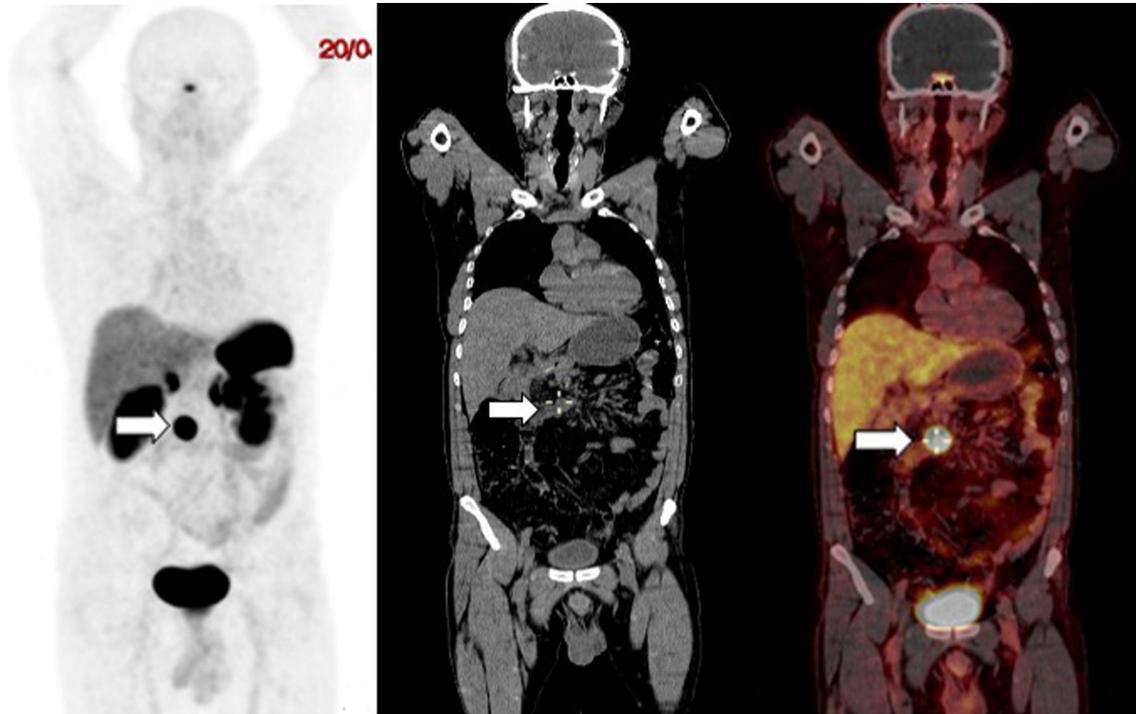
Paciente de 59 años, con TNE de duodeno. La PET/CT con ^{68}Ga -DOTANOC mostró un ganglio con sobreexpresión de receptores de somatostatina, localizado en el mesenterio (flechas), por encima de la tercera porción del duodeno de 20 x 22 x 18 mm y $\text{SUV}_{\text{máx}}$ de 57,6 (Krenning 4/4). A. Imagen de máxima intensidad. B. Corte coronal de TAC de baja dosis. C. Imagen de fusión de PET/CT.
